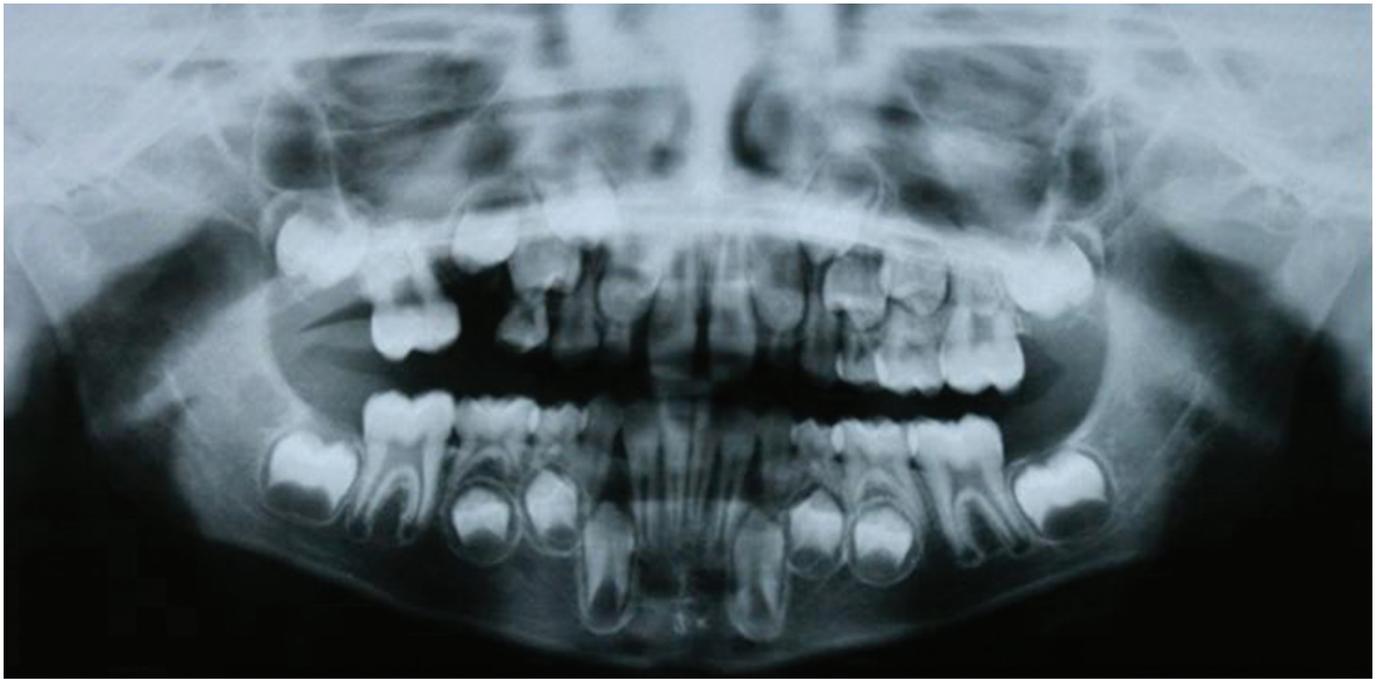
Radiografia panorâmica após extração do dente 55.
